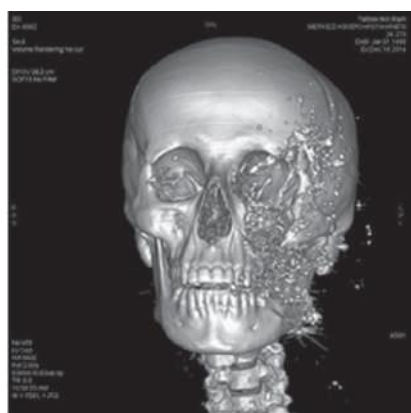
До и после 2-й операции закрытия инфраорбитального дефекта - КТ 3D
